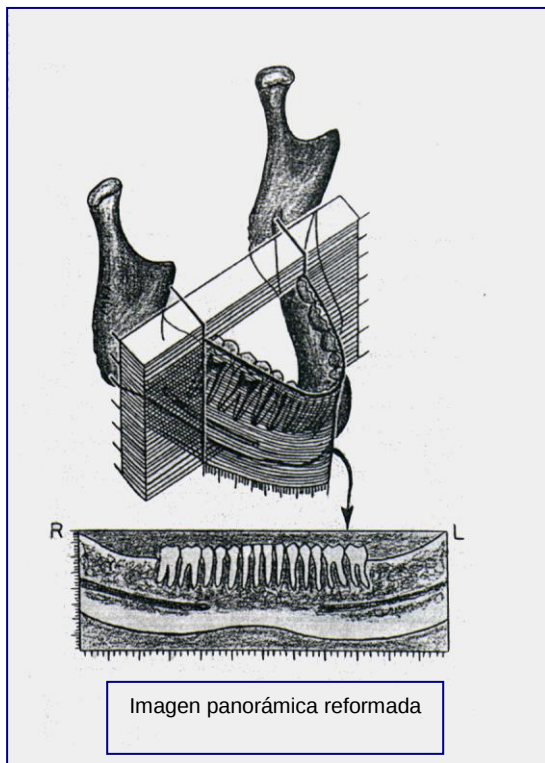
Figura # 27.- Una imagen panorámica reformada es obtenida de los datos originales derivados por el apilamiento de escáneres transaxiales de tomografía computarizada. Tomado de Weimberg 1993
